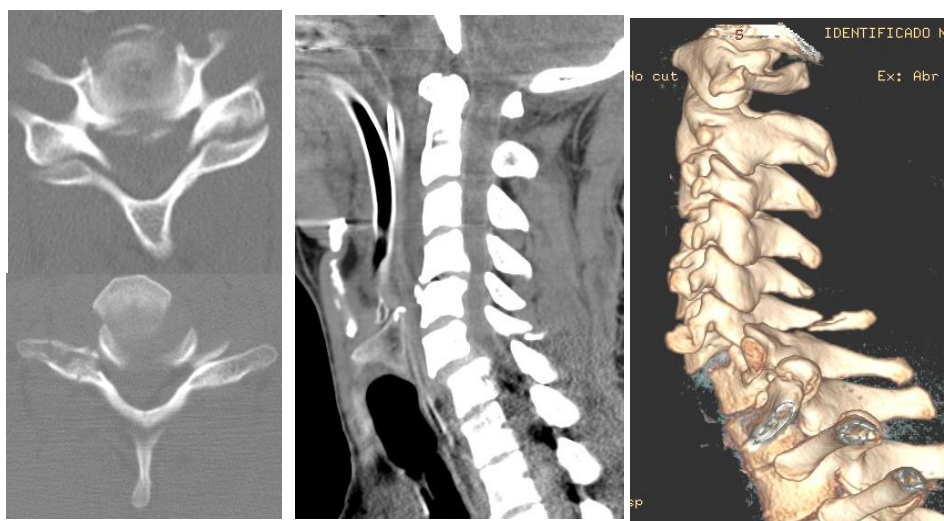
Imagem de TC da coluna cervical com fratura de luxação ao nível de (C6/C7)
